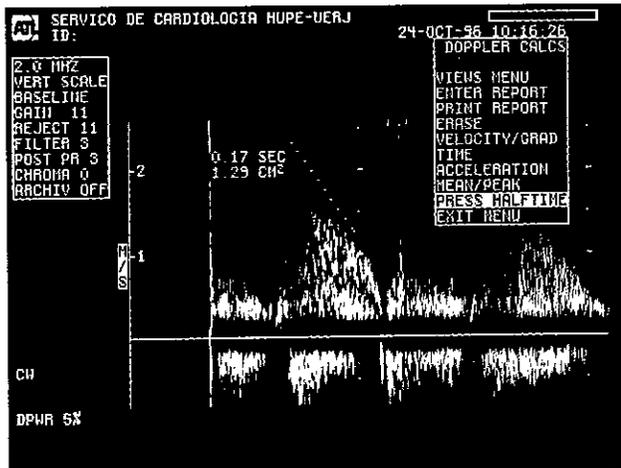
Cálculo do gradiente diastólico máximo e médio e do tempo de meia pressão, pela planimetria do fluxo mitral obtido pelo Doppler.
